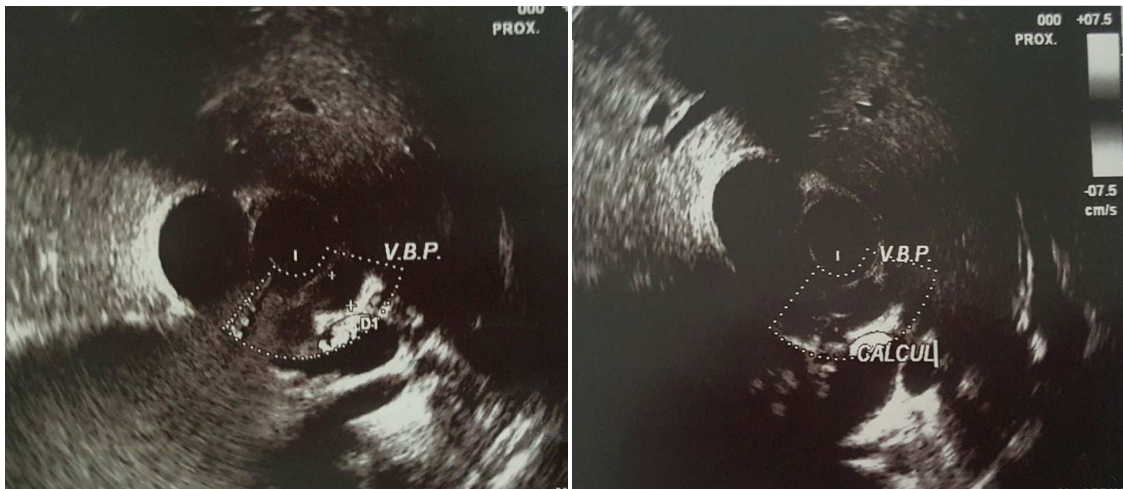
vue échographique montrant un calcul du bas cholédoque responsable d'une dilatation de la VBP (Service des EFD-HGE).
